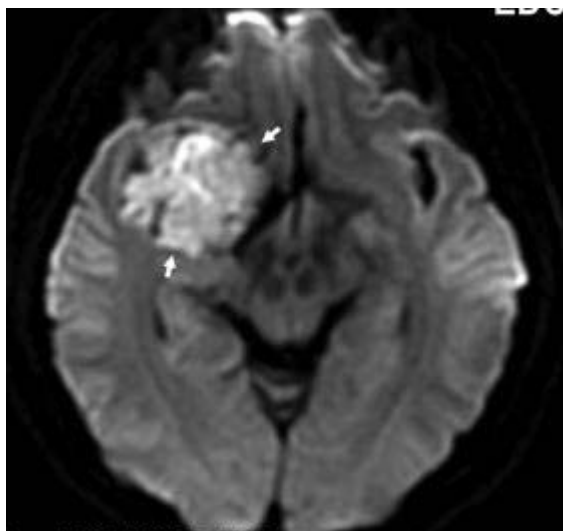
Эпидермоид. Патогномоничным признаком эпидермоида является повышение МР сигнала от содержимого МРТ, в режиме диффузии.
